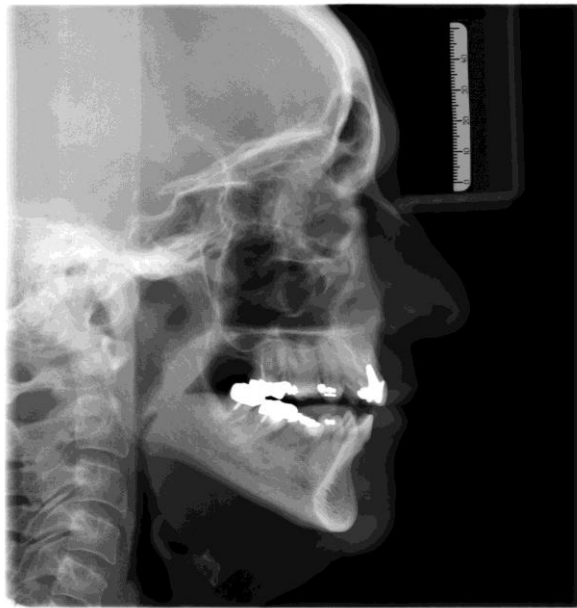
Telerradiografia lateral.
